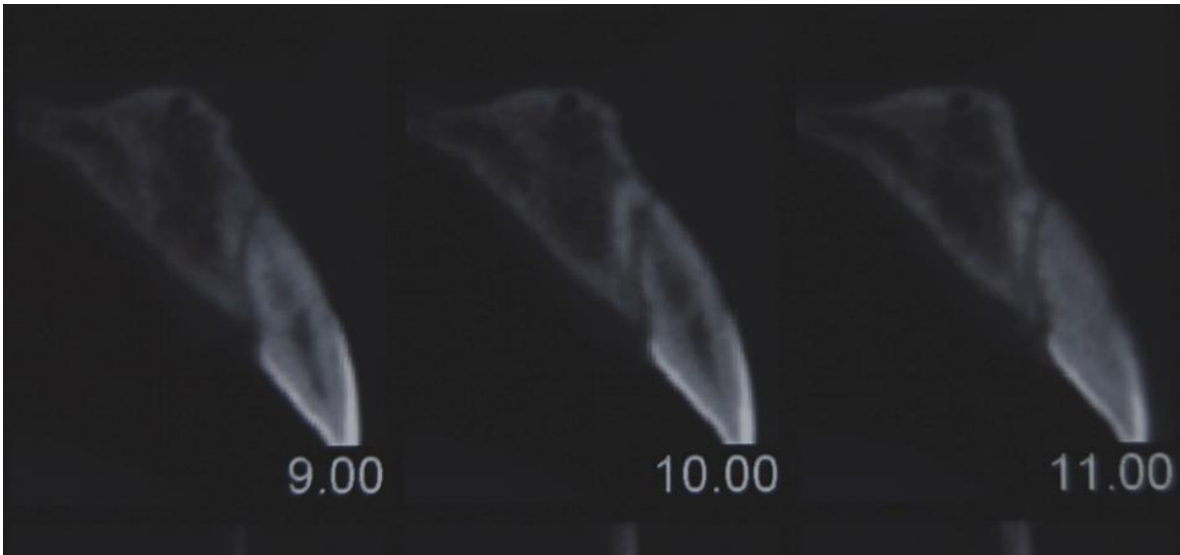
b) Tomografía axial computarizada con contraste en la que se observa con más nitidez la reparación de tejidos de sostén del O.D 22. c) Corte axial en el que se observa la fractura horizontal oblicua.
